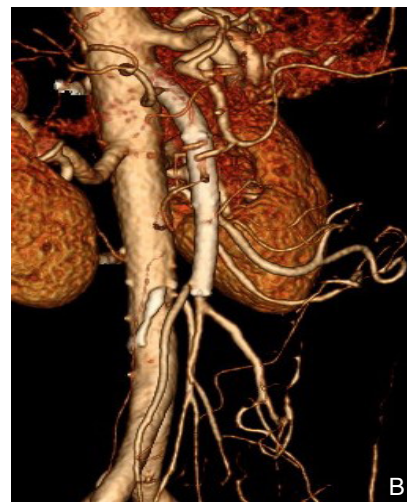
腔内治疗成功患者影像学资料 A: 病例1腔内治疗前CT情况; B: 病例1腔内治疗后2个月CTA
